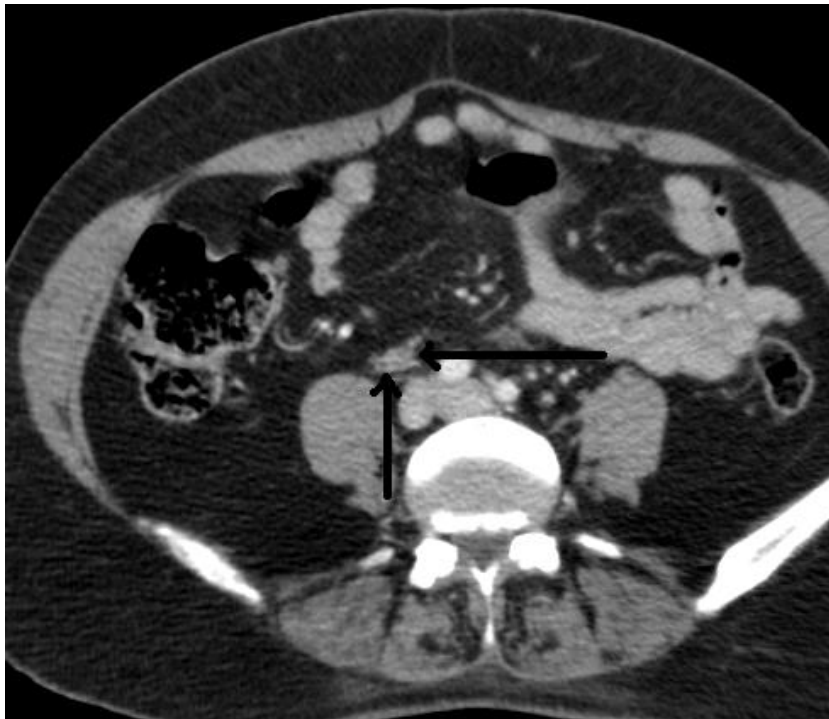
Tomografía computarizada abdominal. Flecha horizontal: vena ovárica. Flecha vertical: uréter.
